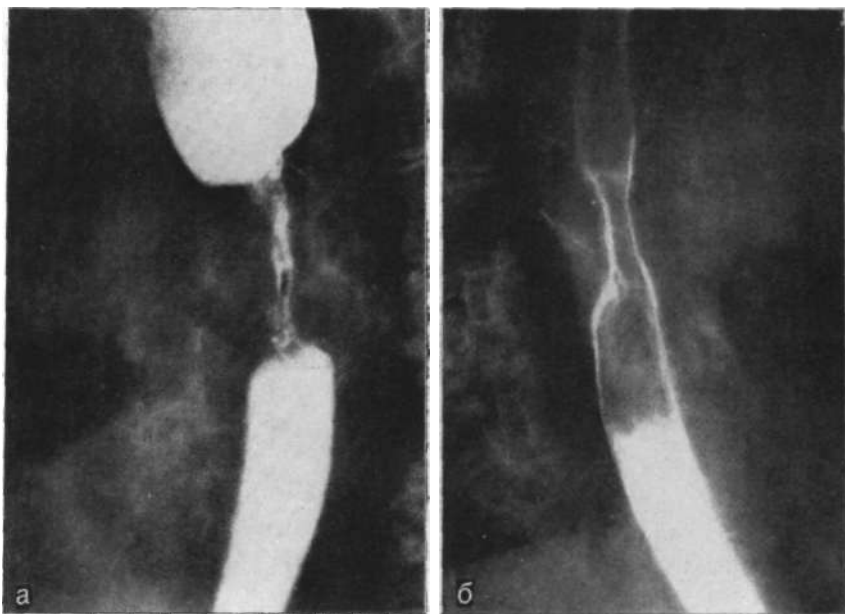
Рентгенограмма. Неспецифическая эзофагопатия, наблюдаемая в течение 12 лет (болезнь Крона?)
